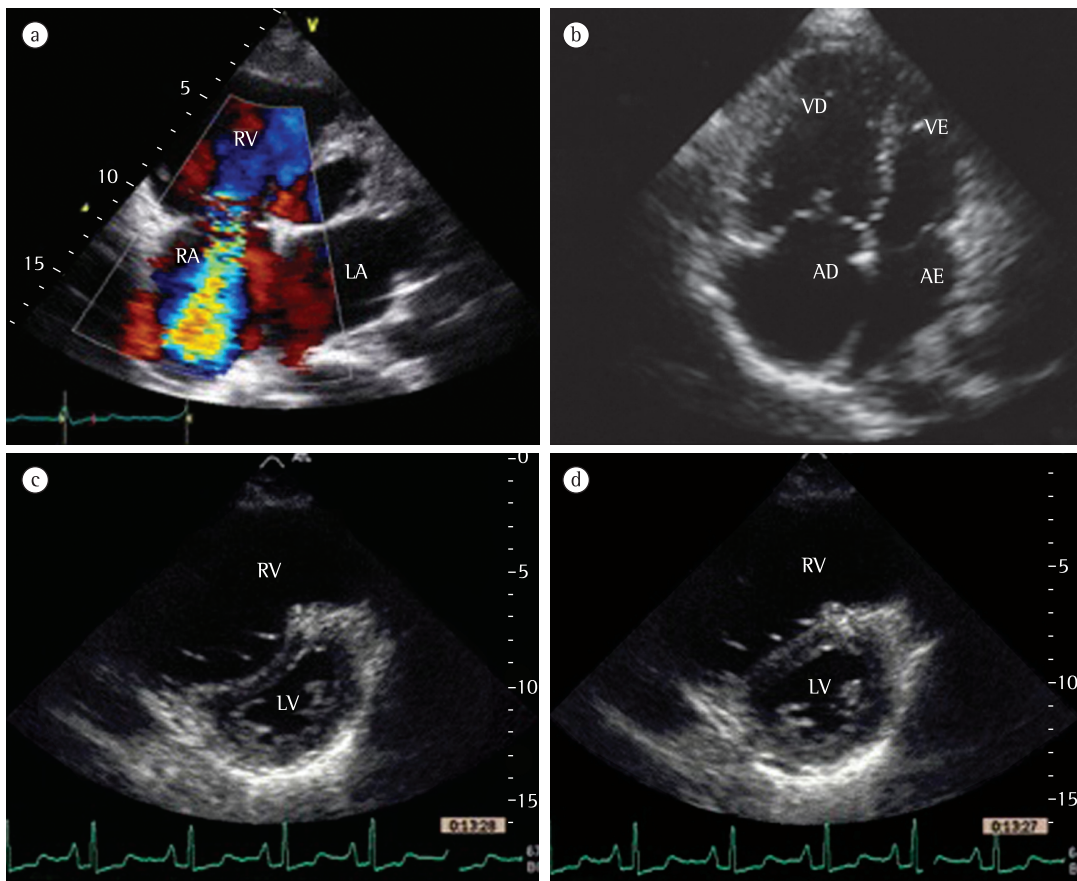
Imagens de ecocardiografia. Notar a intensidade do sinal do jato de regurgitação tricúspide durante a sístole ventricular com o uso de Doppler contínuo (em a) e a dilatação das câmaras cardíacas direitas (em b). Notar a sobrecarga pressórica no ventrículo direito (RV) levando a movimentação paradoxal do septo interventricular (IV) para a esquerda e redução de tamanho do ventrículo esquerdo (LV) durante a diástole (em c), sendo que durante a sístole ventricular, o septo IV ainda apresenta-se retificado (em d). Imagens cedidas pelo Dr. Fabio Lario, médico assistente do Serviço de Ecocardiografia do Instituto do Coração do Hospital das Clínicas da Faculdade de Medicina da Universidade de São Paulo.
